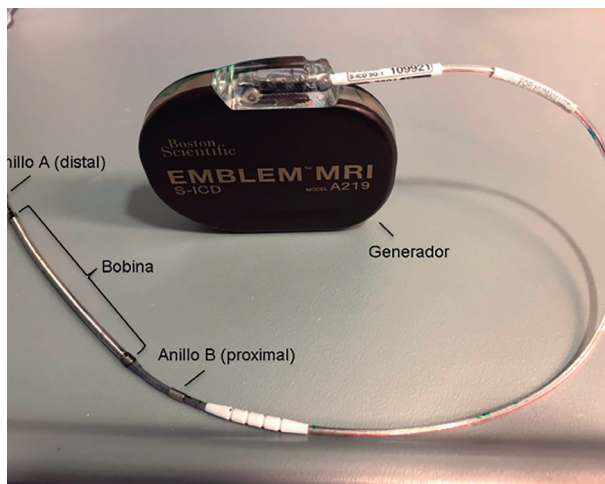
Sistema de demostración EMBLEM® MRI modelo A219.
